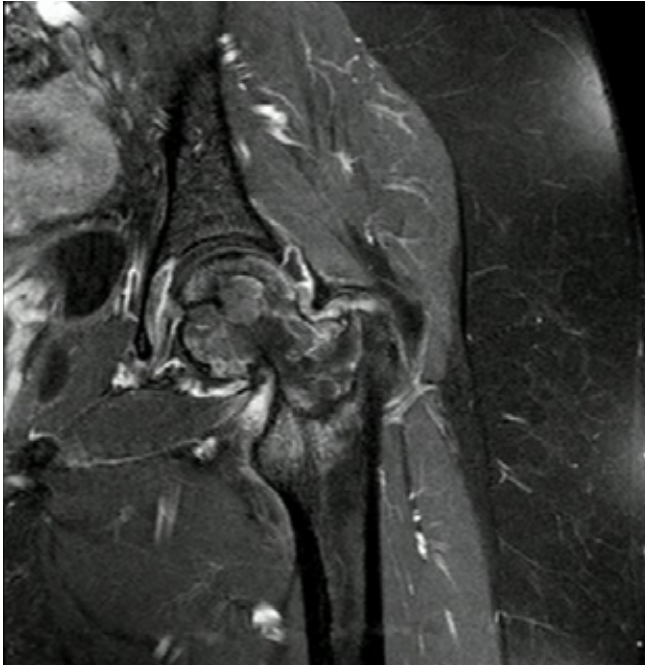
Resonancia magnética de cadera izquierda. Secuencia STIR coronal.
